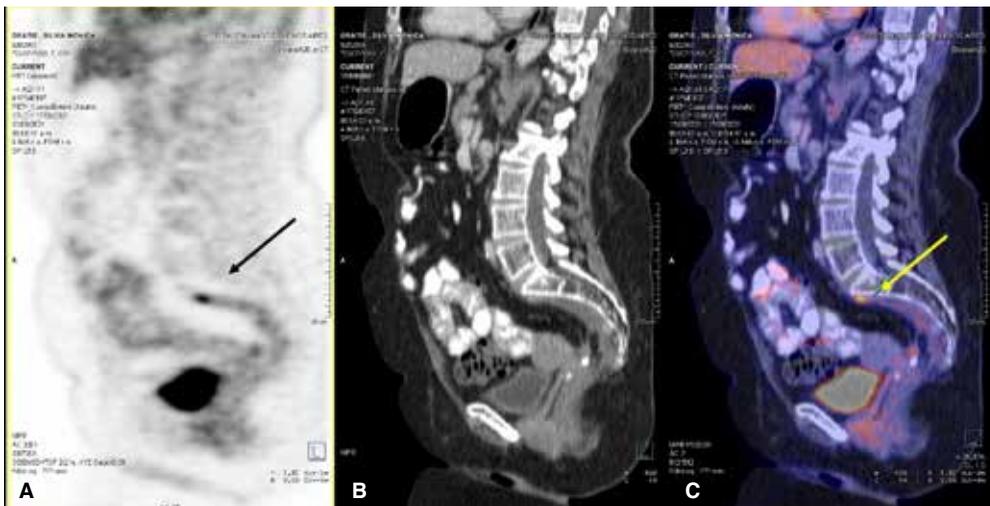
Imagen de PET-TC de una paciente con sospecha de RLCR por delante de la vértebra S1. Se observan de izquierda a derecha la imagen metabólica (A), de tomografía (B) y la fusión PET-TC (C). Se observa el foco hipercaptante a nivel presacro (S1). La resonancia magnética mostraba una imagen de señal intermedia dudosa.
